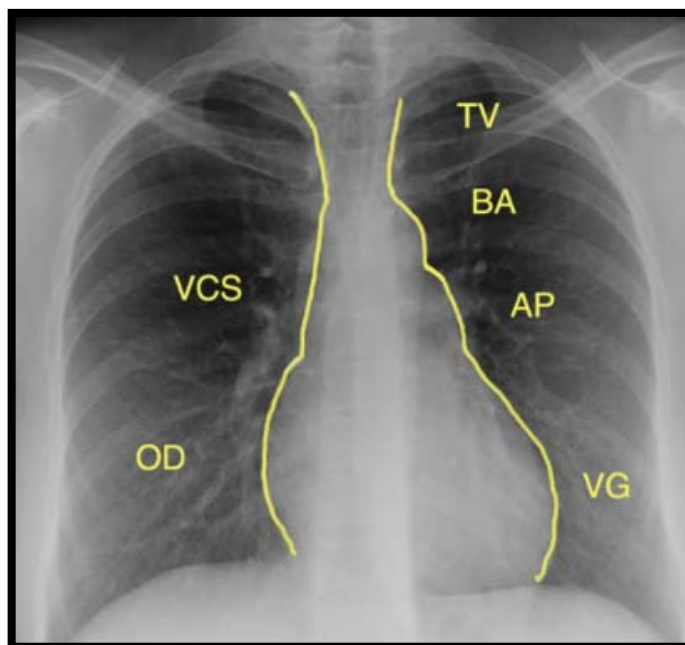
Silhouette médiastinale en radiographie thoracique de face(26)
